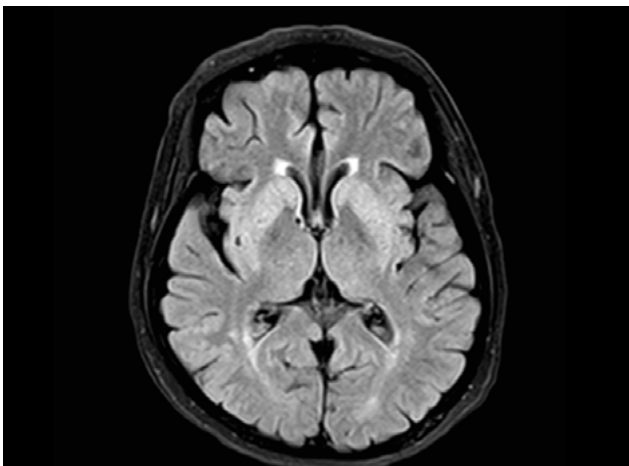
Secuencia FLAIR con hiperintensidad bilateral en núcleos estriados.
